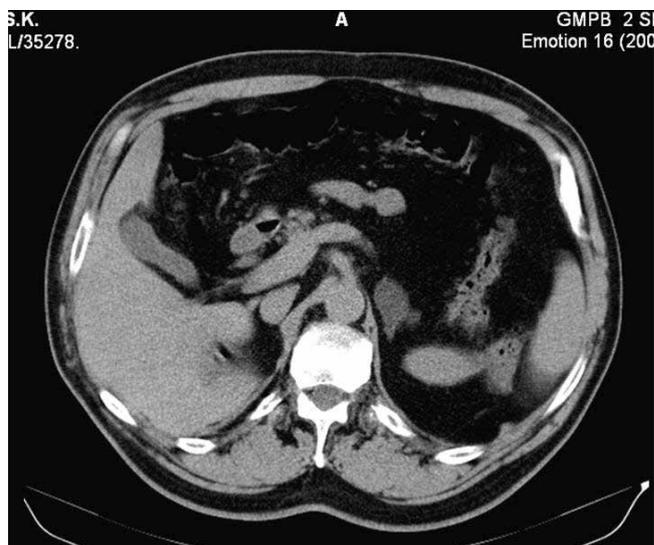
КТ брюшной полости больного 56 лет. Визуализируется опухоль левого образования левого надпочечника диаметром 3,5 см
